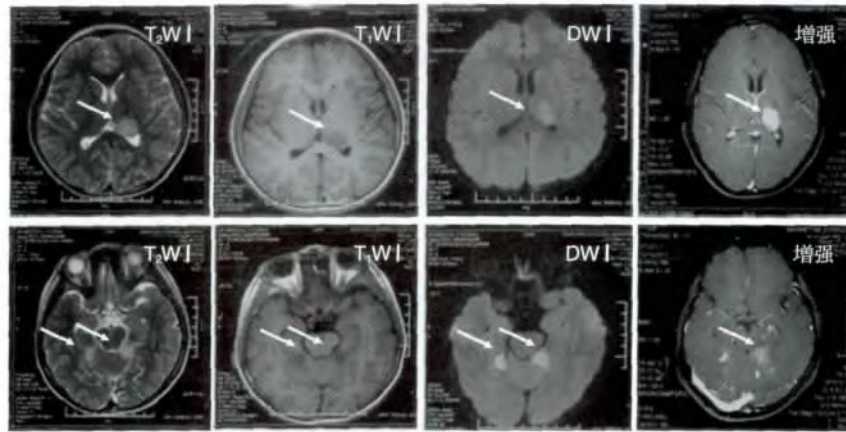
入院时头颅 MRI + 增强影像。箭头示双侧丘脑、右枕叶及左侧小脑半球异常信号影,且病灶呈多形性强化。
